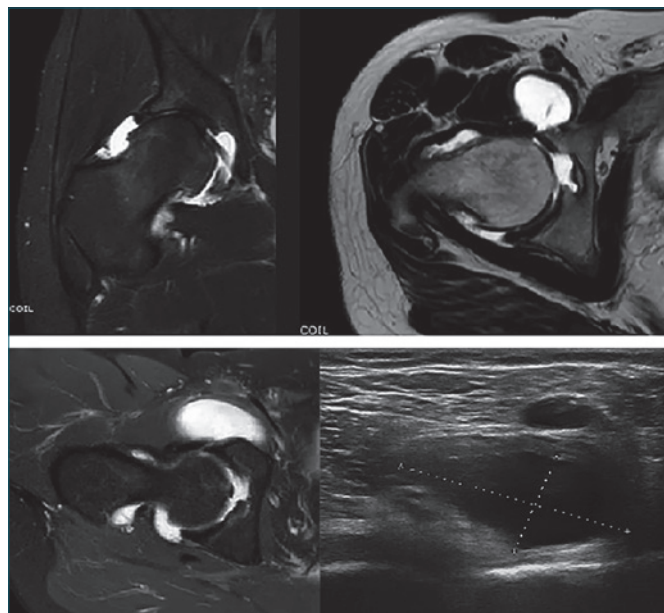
Immagini RM e US di artrosinovite in sindrome da conflitto femoro-acetabolare con distensione fluida di tutti i recessi capsulari e della borsa ileo-petitea.
